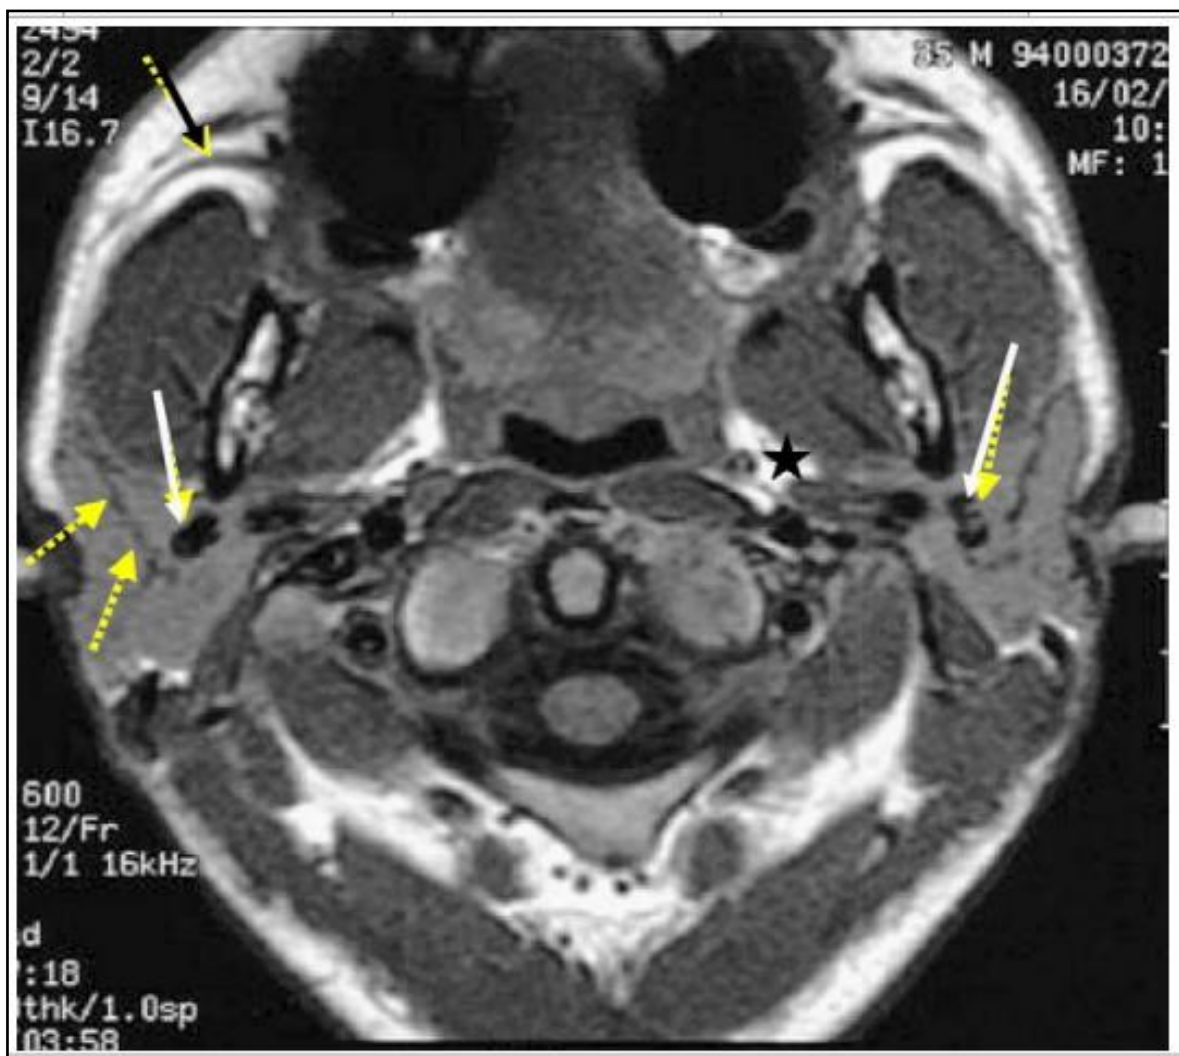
Coupe IRM axiale en écho de spin T1 intéressant les glandes parotides.
